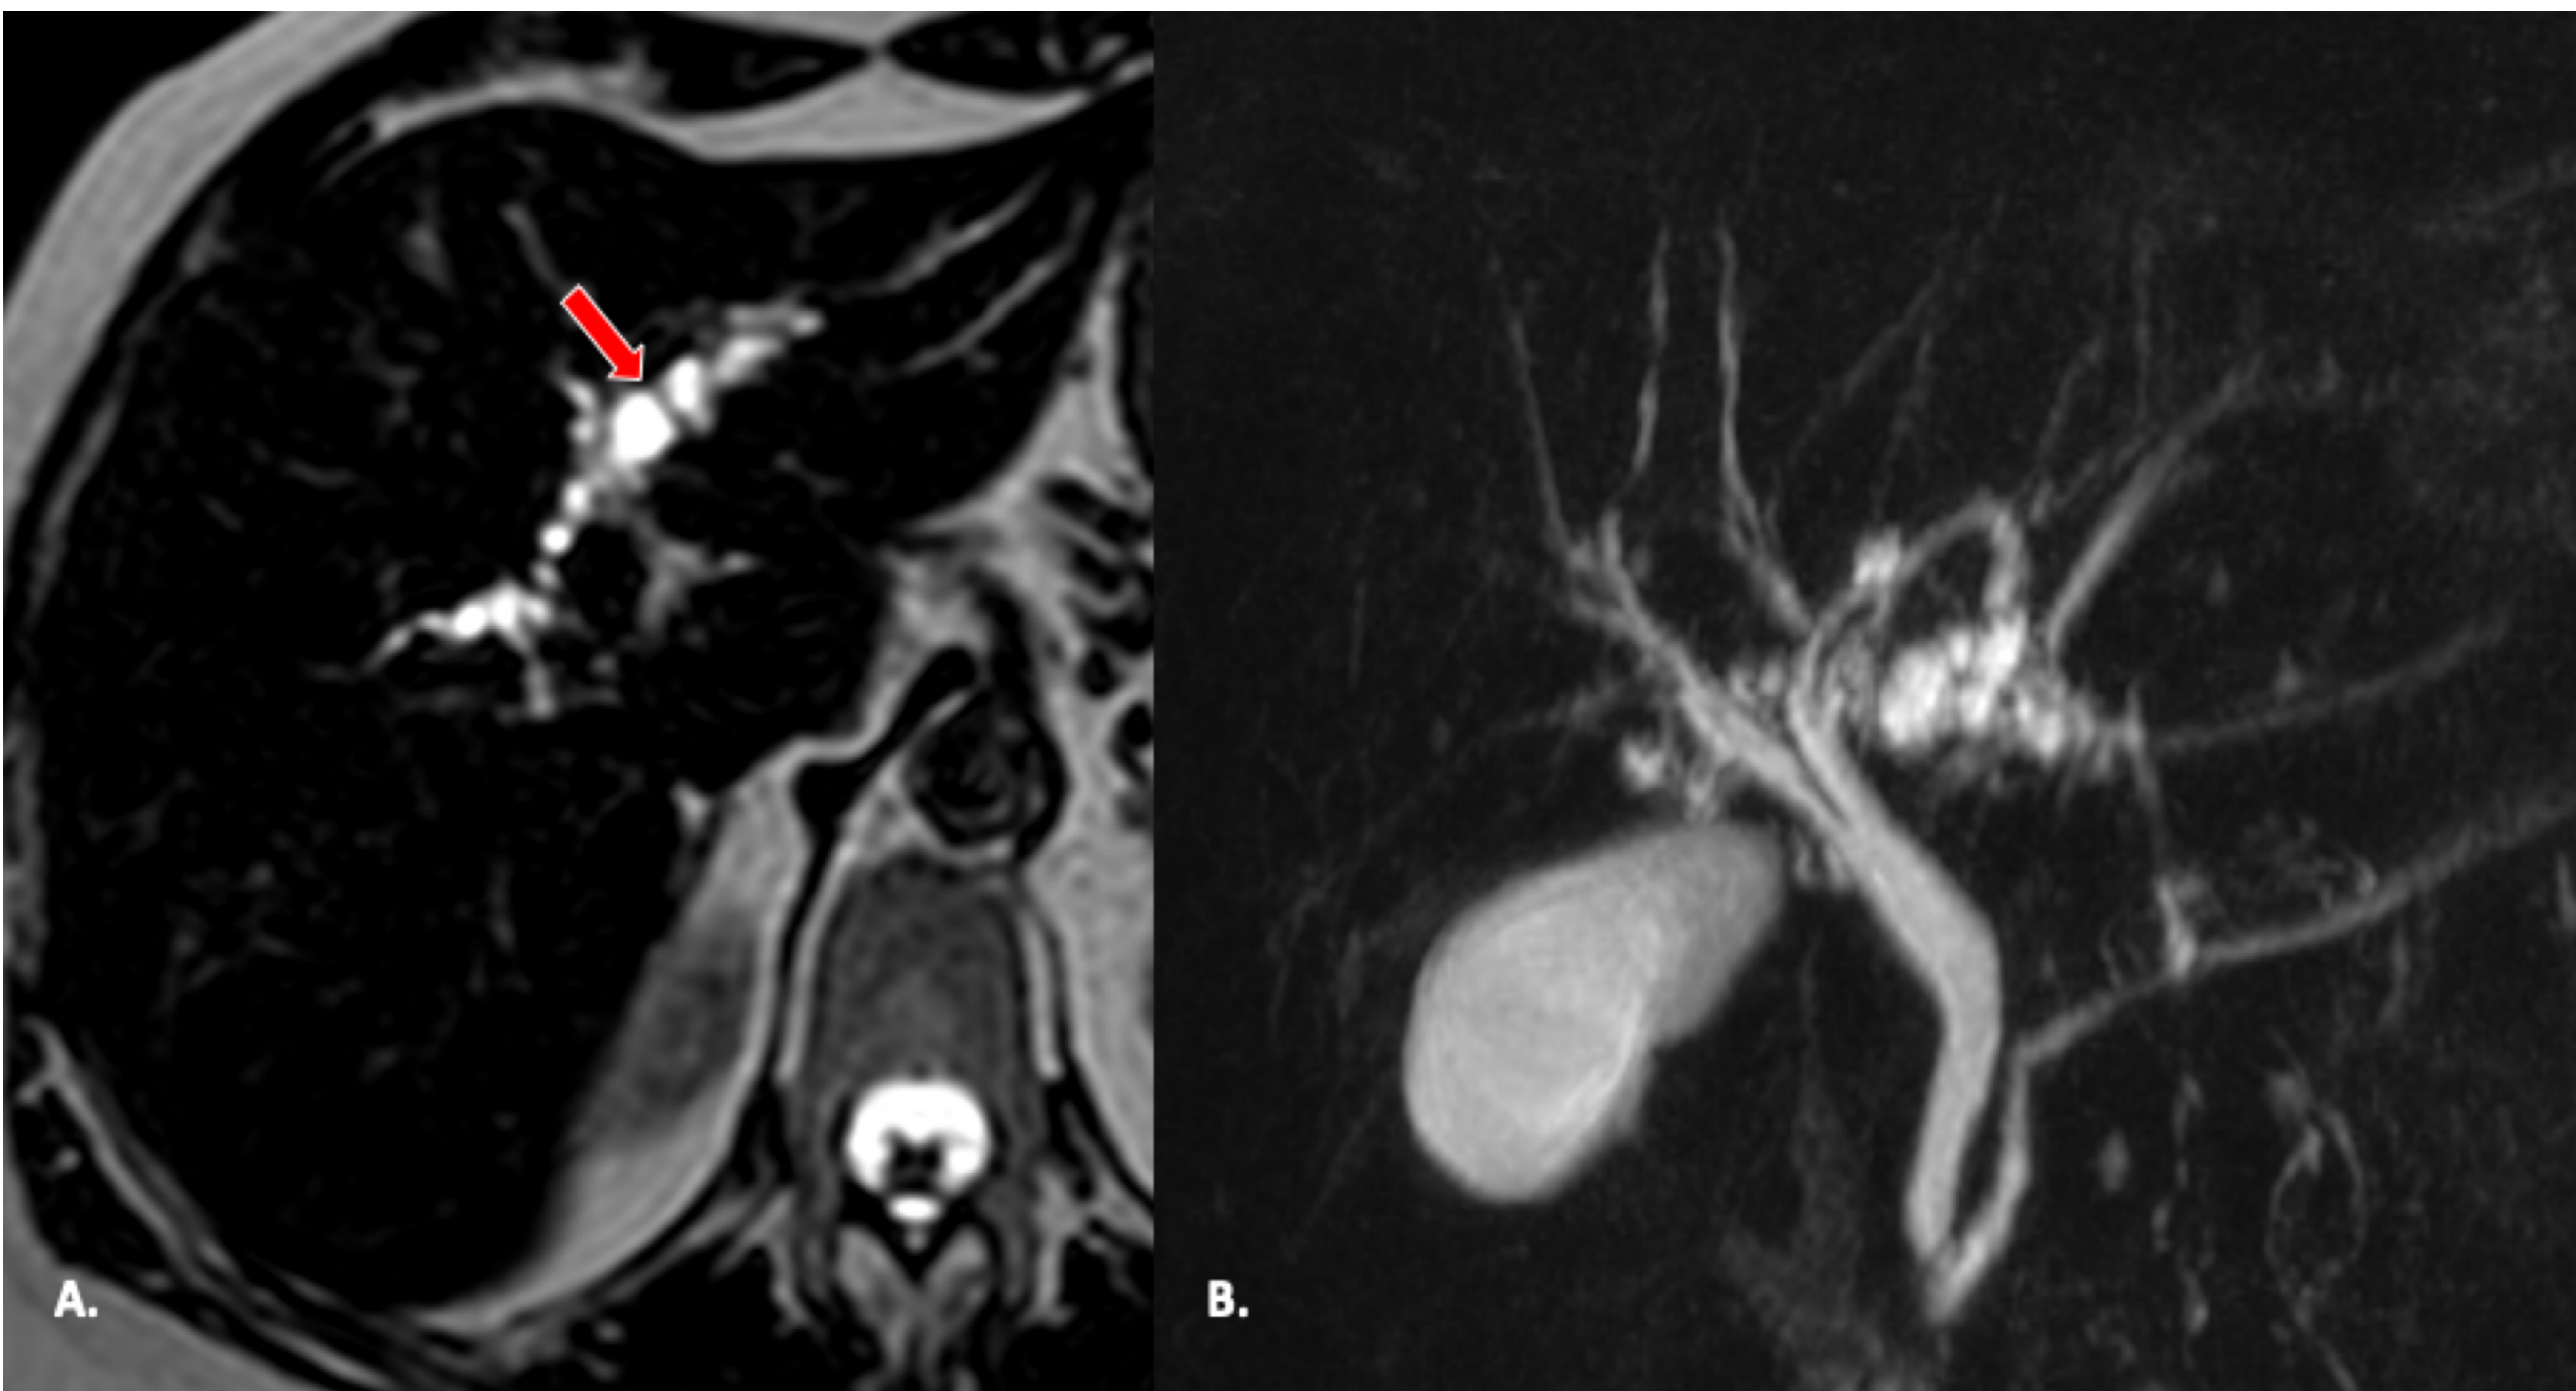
Mujer de 59 años con quistes peribiliares. Imágenes axiales de RM en secuencias T2 (A) y colangiopancreatografía- RM(B) muestran en el lóbulo izquierdo, múltiples lesiones quísticas simples pequeñas, que aparentan un "collar de perlas" alrededor de las venas portales hiliares, conductos biliares no dilatados.
